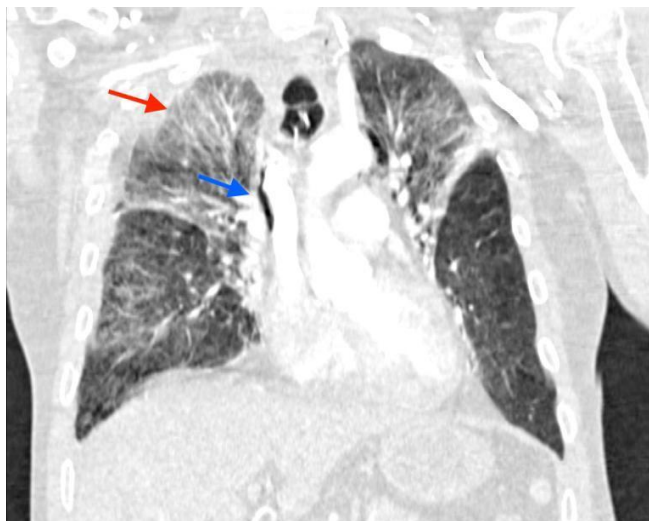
TC de tórax, aquisição coronal com janela para pulmão, onde observamos pneumomediastino (seta azul) e aumento da trama vascular pulmonar (seta vermelha).
